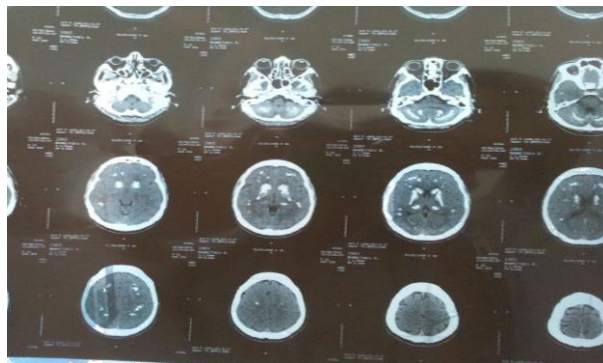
Рисунок - КТ головного мозга больного М.
